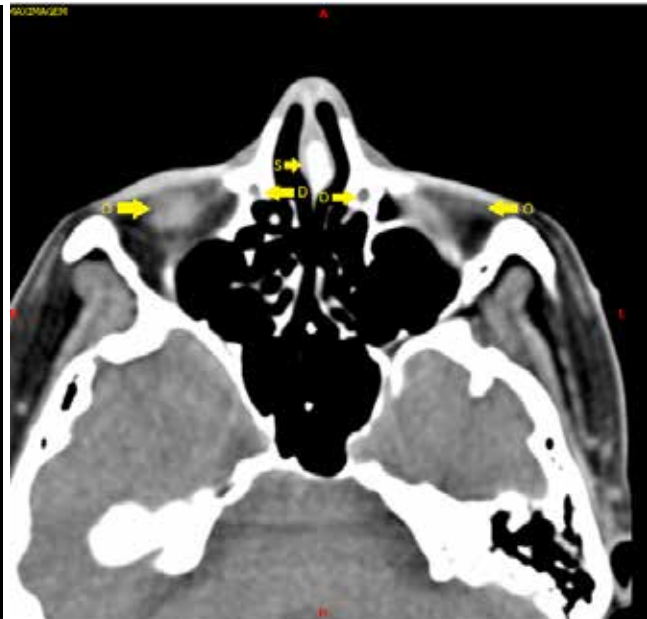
Tomografia computadorizada de face, corte axial, altura da órbita. D: Ducto nasolacrimal; S: Septo; O: Órbita
